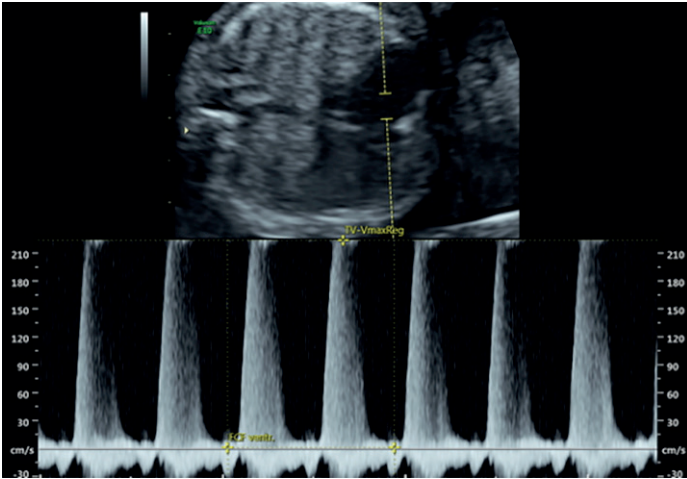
Doppler pulsado con flujo tricúspideo de -210 cm/s.
